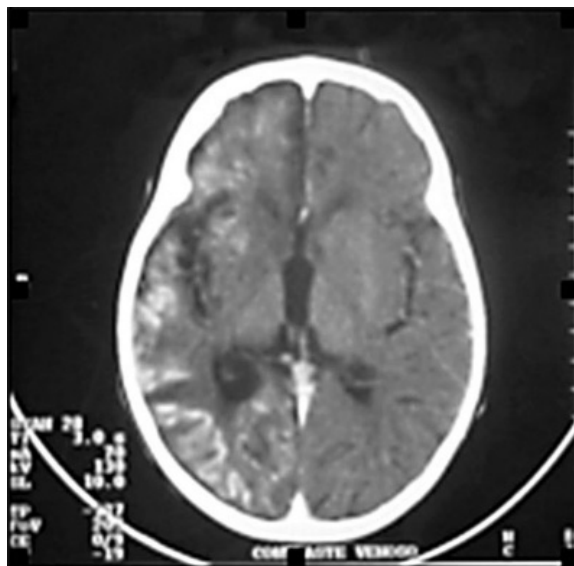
TC contrastada – Áreas hipodensas com realce giral
